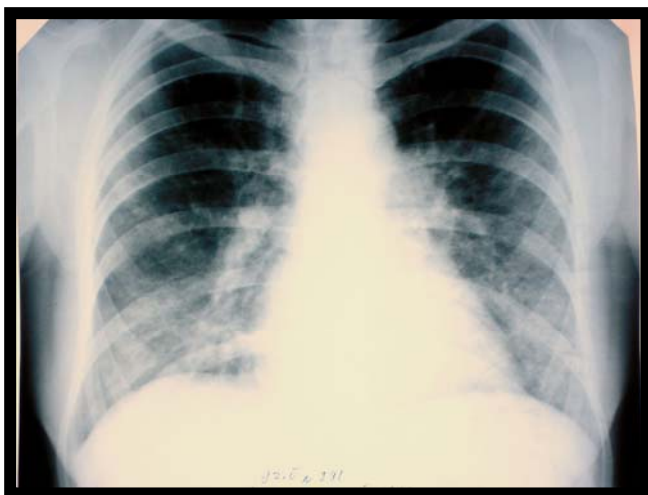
Рентгенограма хворої на пневмоцистну пневмонію
